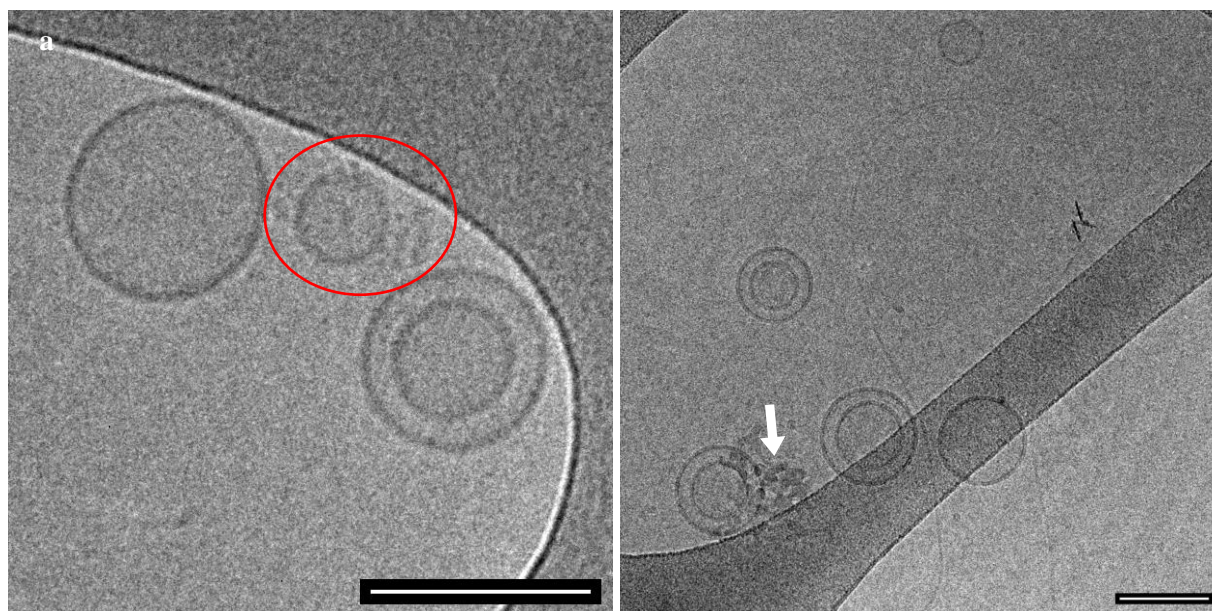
(gauche) Observations réalisées par cryo-TEM de SUVs-AP₁ une minute après la mise en contact avec le peptide précurseur Fmoc-FFpY (0.01 mg.mL⁻¹). (droite) 30 minutes plus tard. La flèche blanche indique la présence d'une contamination due à la préparation de l'échantillon, il ne s'agit pas d'agrégats. Barre d'échelle = 100 nm.
